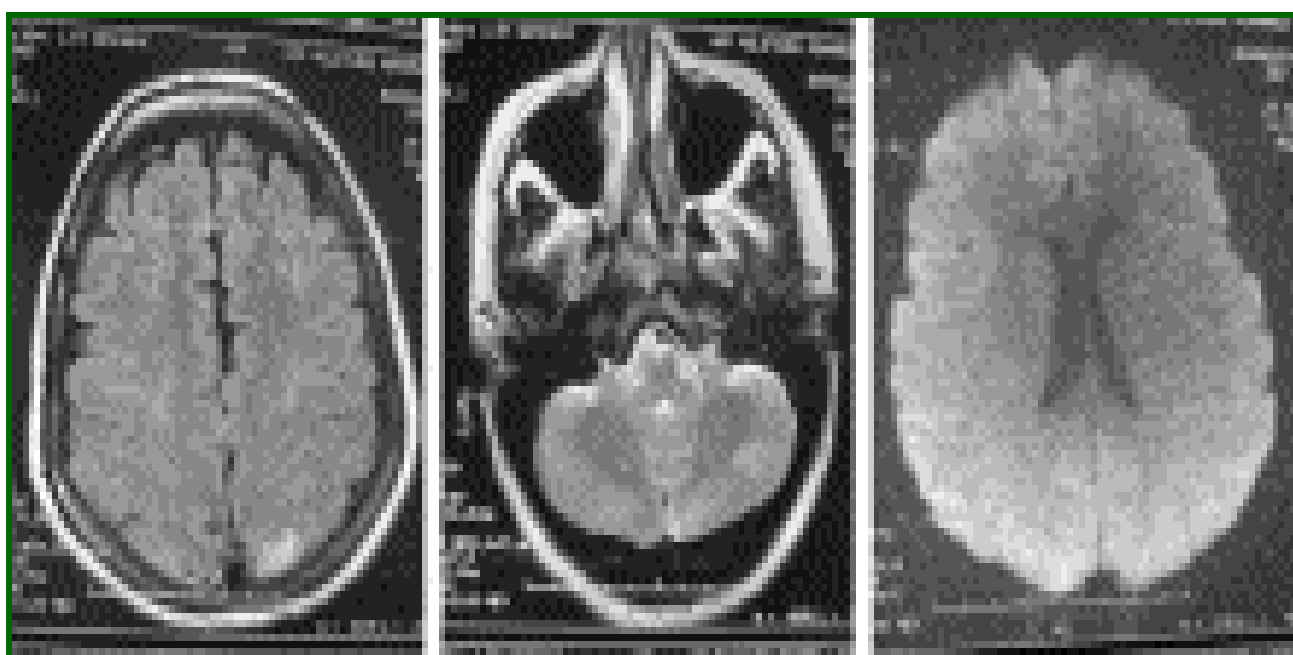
IRM coupe axiale séquence FLAIR,T2 et diffusion montrant des hypersignaux occipitaux et cérébelleux[38]
